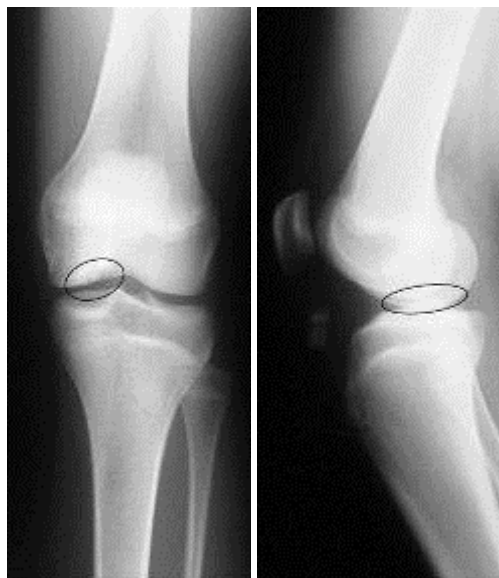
Продолжение. Рентгенограммы при поступлении.
